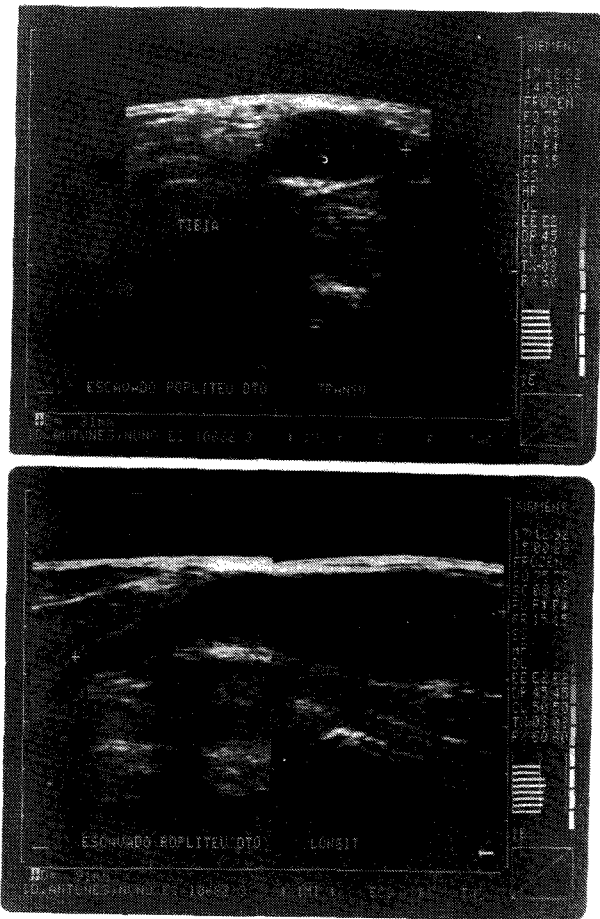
Ecotomografia do escavado popliteu direito. Quisto de Baker, com evidente comunicação para o espaço articular e identificação de algumas imagens vegetantes, compatíveis com hipertrofia sinovial.
